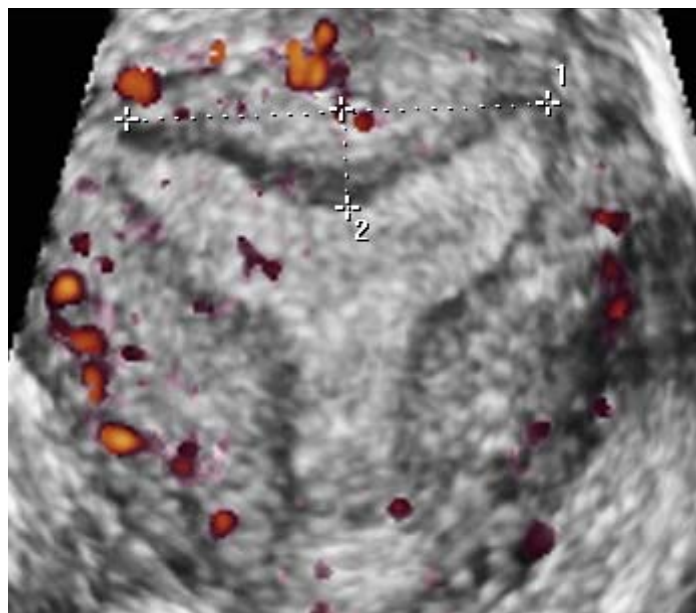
Visualización coronal de una imagen de reconstrucción 3D en la que se observa una hendidura en la cavidad uterina de morfología cóncava con una profundidad de 7 mm (2). La resonancia magnética catalogó este útero como normal.
